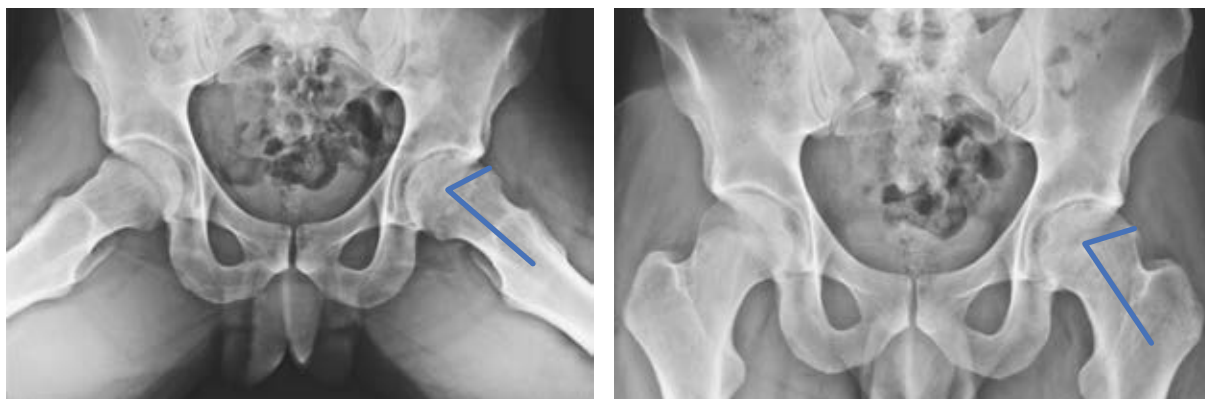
Radiografía anteroposterior de pelvis donde se muestra un ángulo alfa mayor de 60 grados siendo diagnóstico de la morfología tipo CAM.
